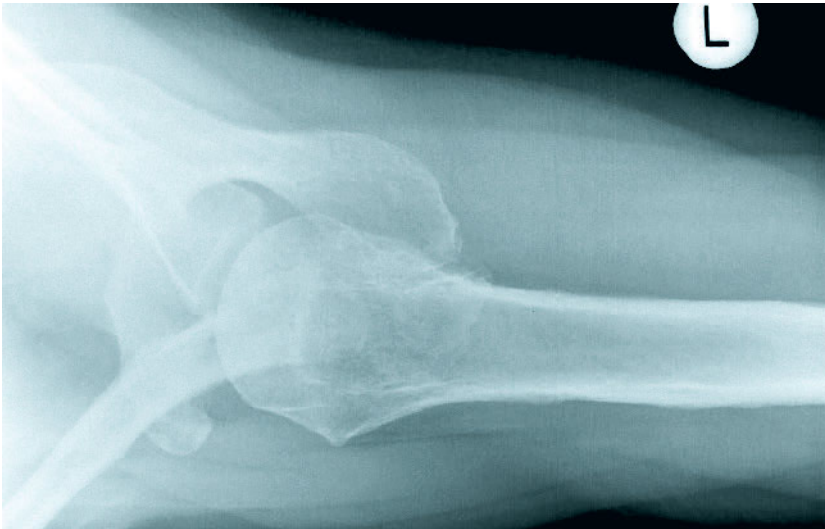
Röntgenbild eines Os acromiale
